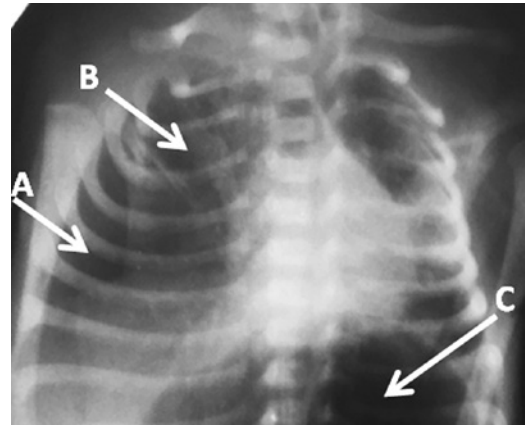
Обзорная рентгенограмма. Возраст 21 сут. Напряженный пневмоторакс (стрелки): А — свободный воздух в плевральной полости, В — коллабированное легкое, С — воздух в желудке
